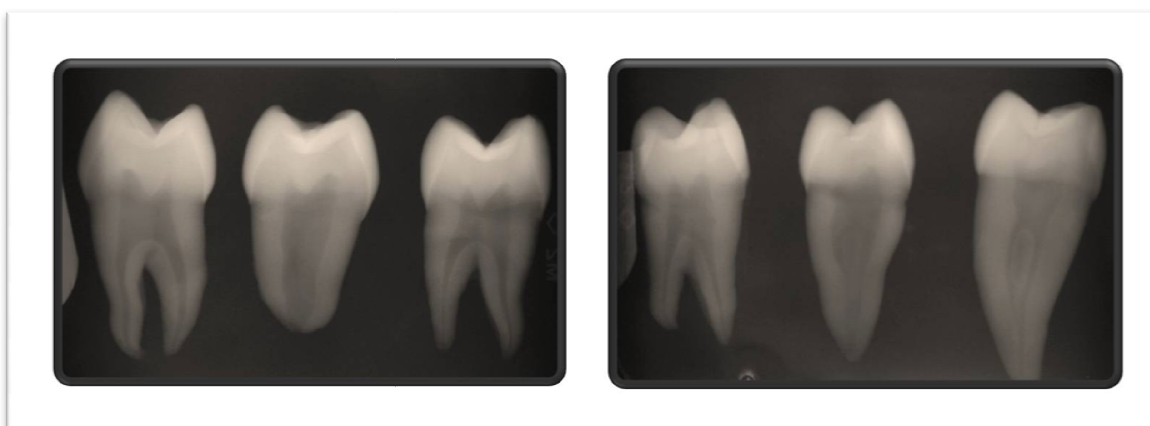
Radiografias periapicais realizadas antes do preparo cavitário.
